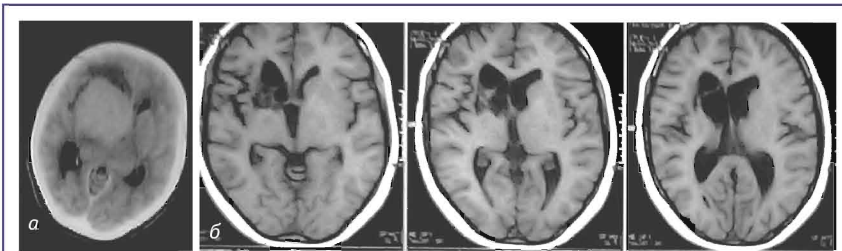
КТ с контрастным усилением до лечения (а); МРТ после проведенной лучевой терапии, антиретровирусной терапии (б). В-крупноклеточная лимфома на фоне ВИЧ-инфицирования
